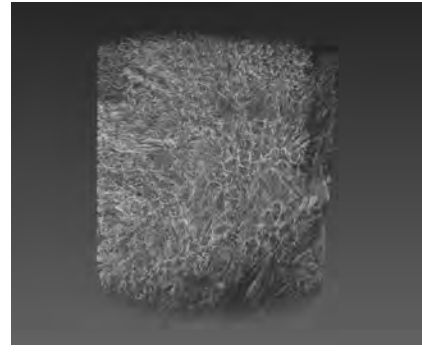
3D rendition of a silk scaffold reconstructed with the CT images
